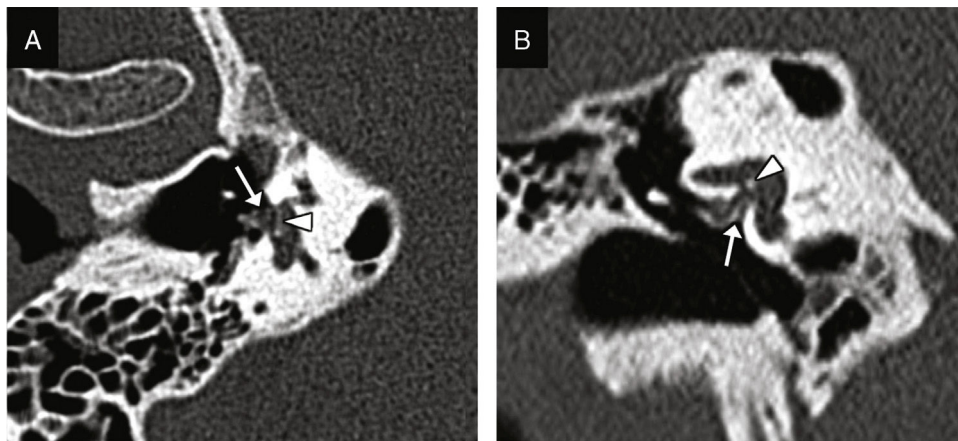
Luxación vestibuloestapedia y fístula perilinfática. Reconstrucción transversal de TC en el plano de la ventana oval (A) y reconstrucción coronal (B) que muestran el desplazamiento medial de la platina (punta de flecha) y la porción distal de ambas cruras estapediales al interior del vestíbulo por lesión del ligamento anular. Ocupación del nicho de la ventana oval (flecha), probablemente correspondiente a líquido perilinfático por fístula.
